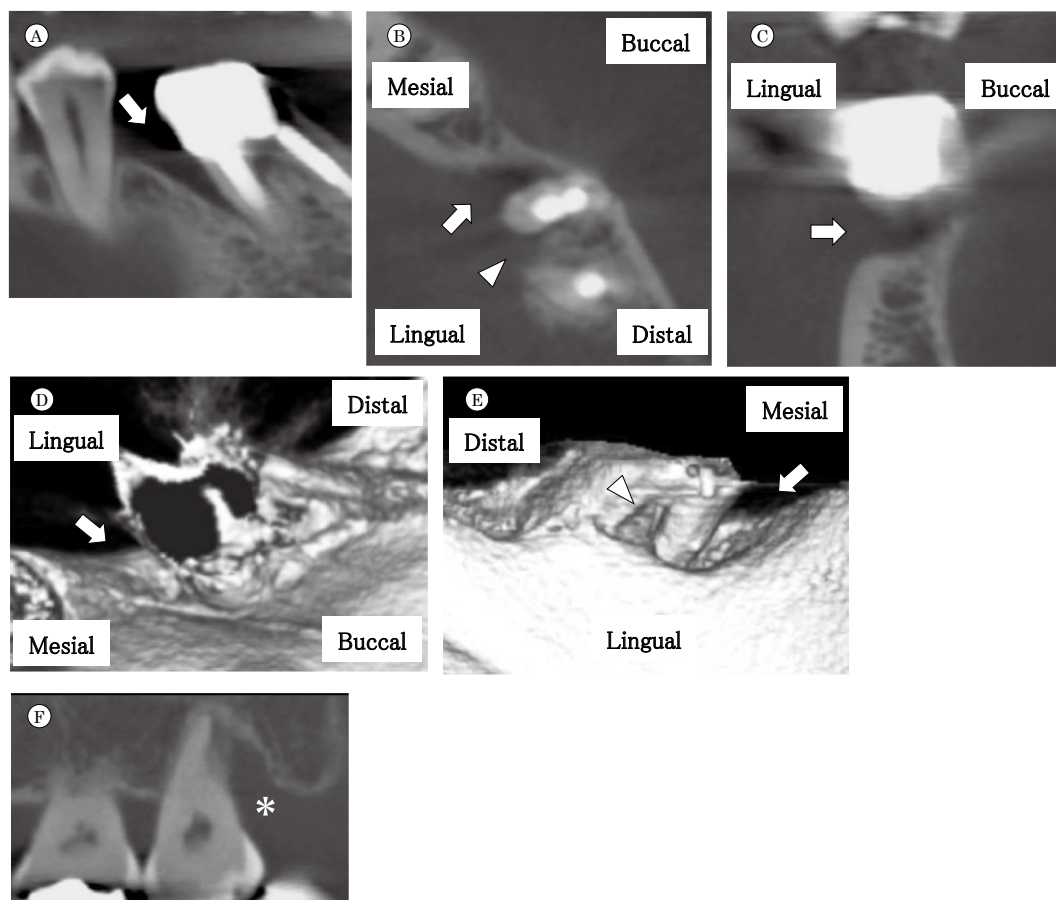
CBCT and three dimensions (3D) view
